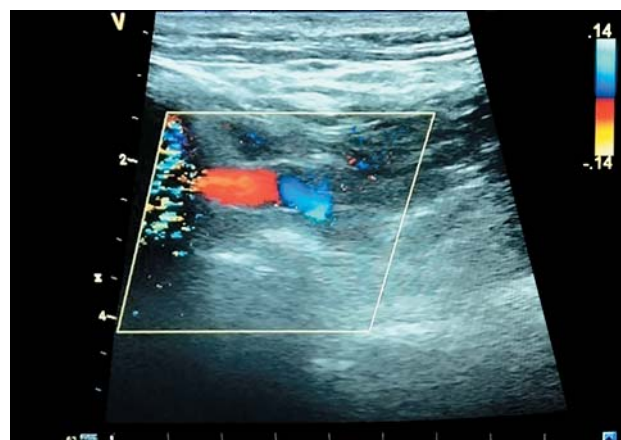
Duplex ultrasound of the BCA during the long-term postoperative period.
